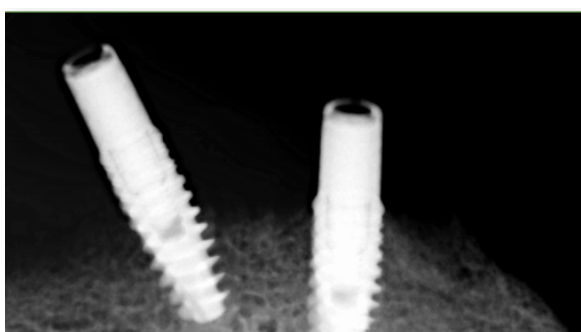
Radiografia periapical dos implantes
